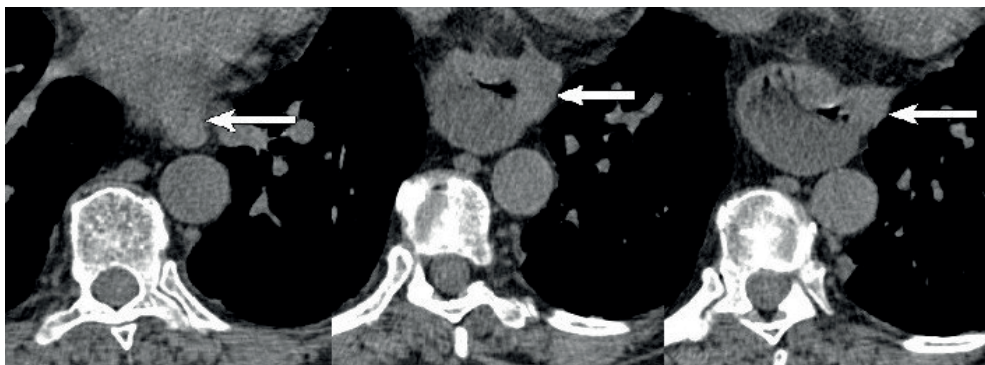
Фрагменты компьютерных томограмм в аксиальной проекции. Нативное исследование. Пищевод (указан стрелкой) проходит слева и сзади от грыжевого мешка
